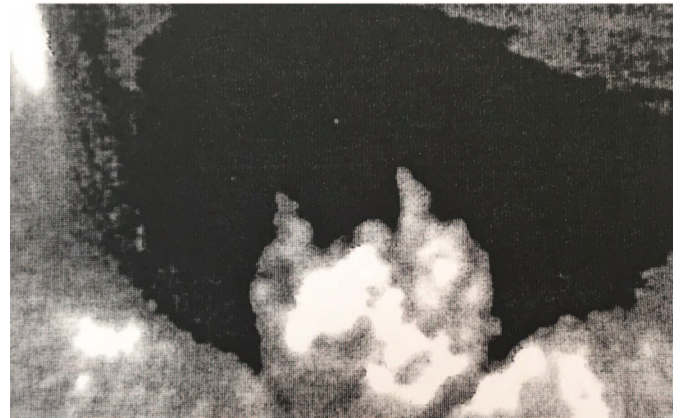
УЗИ объемного образования уретры в режиме ЦДК: в опухоли определяется активный кровоток
